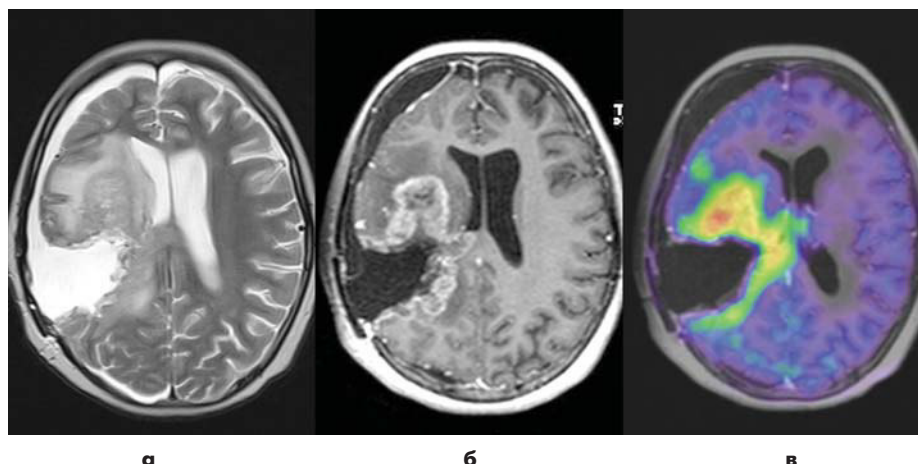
Прогрессия глиобластомы в правой лобно-теменной области у ребенка после двух оперативных вмешательств и курса лучевой терапии на ложе удаленной опухоли. МРТ в режимах T2 (а) и T1 (б) после внутривенного контрастного усиления, выполненные через 6 месяцев после завершения лучевой терапии, демонстрируют обширную область патологического контрастного усиления по периферии постоперационного дефекта мозгового вещества в правой лобно-теменной области. Аксиальное ПЭТ-КТ изображение с ¹¹C-метионином без сомнений свидетельствует о продолженном росте опухоли с высокими показателями индекса накопления радиофармпрепарата (ИН=2,7).
